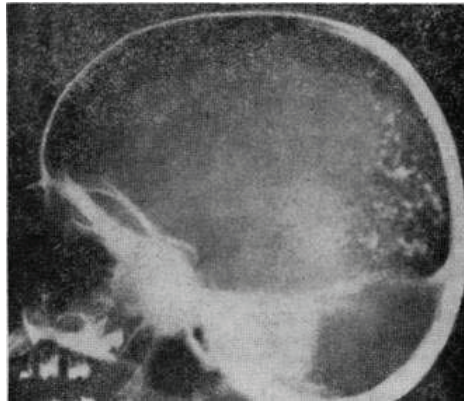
Рентгенограмма черепа (боковая проекция). Множество интрацеребральных кальцификаций (Коуэн, Вольф и Пейдж)
